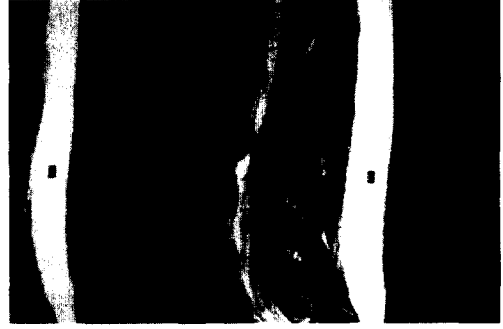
view of L-spine MRI
